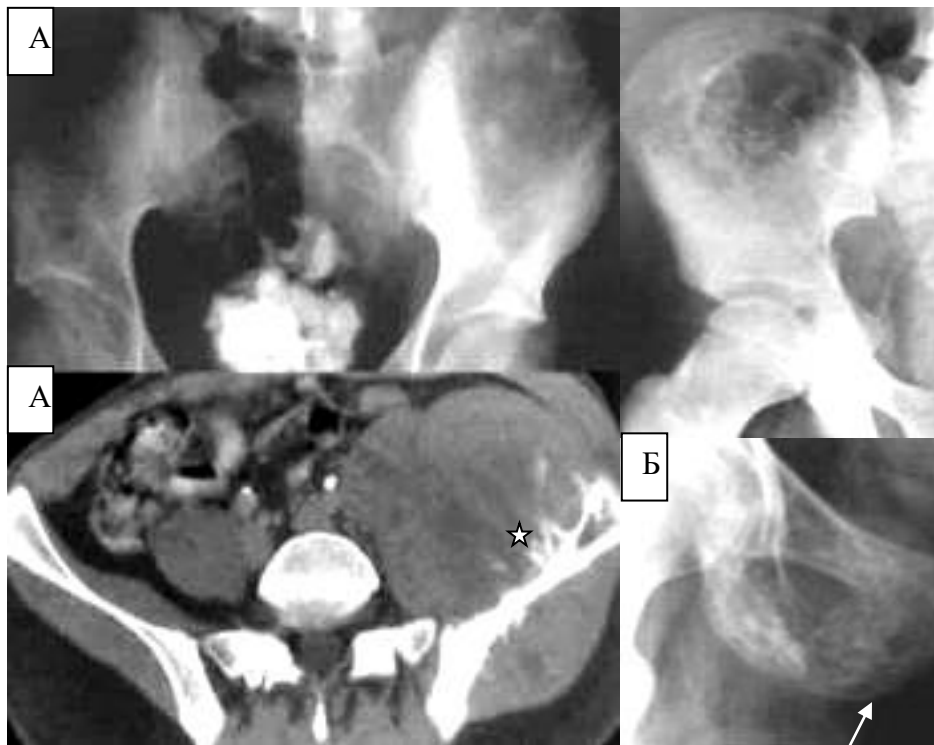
Рентгенограми та фрагменти рентгенограм у прямій проекції і КТ різних пацієнтів. Варіанти ураження кісток таза при саркомі Юінга – від великого літичного ураження крила клубової кістки (А) з великим м'якотканинним внутрішньотазовим компонентом і спікулоподібним періостозом (зірочка) до комірково-трабекулярної (Б) перебудови структури лонної та сідничної кісток з дрібно вогнищевою деструкцією й окремими нерівномірними спікулами (стрілка), що виходять зі зруйнованого кортикального шару.
